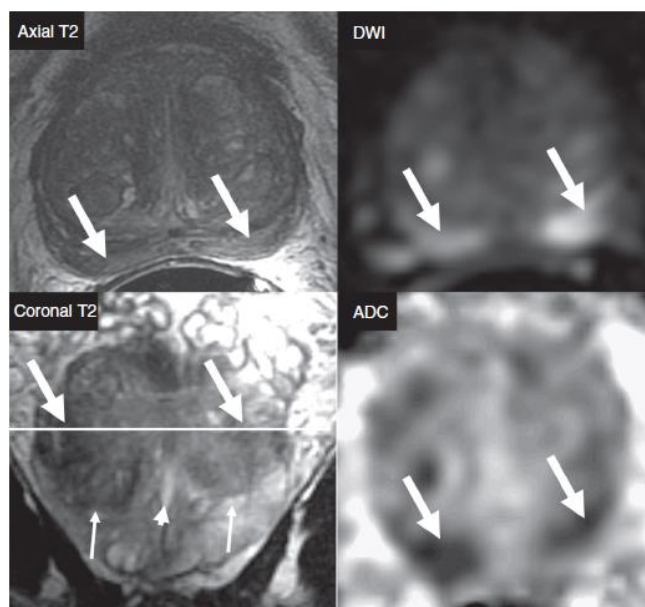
Seleção de sequência dominante em relação à área anatómica. É denotado Iso / hipossinal posterior difuso na sequência axial ponderada em T2 (setas) com hipersinal bilateral focal em DWI e hipossinal em ADC (setas). Tendo em conta estas imagens, levaria à identificação incorreta da localização da lesão, escolhendo, erroneamente a sequência DWI como dominante, uma vez que é esta a aconselhada para lesões periféricas atribuindo assim um PIRADS de categoria 4. No entanto, os achados estão localizados na área central, na base posterior proximal da glândula. Na imagem coronal encontra-se referenciado o plano axial (linha branca), permitindo identificar a lesão na área central (base glandular), e não na área periférica como primeiramente pensado. Anatomicamente, a área central, em geral, não se estende distalmente ao verumontarum (seta curta), posteriormente à glândula. A fatia coronal permite avaliar a transição entre a área central (setas finas) e a área periférica distal posterior. A localização correta da área central estabelece assim a sequência T2 como dominante (e não DWI) – a lesão apresenta um padrão isointenso homogêneo normal em T2 da área central. A restrição da difusão da área central é fisiológica, apresentando aspecto bilateral relativamente simétrico, descrito como sinal de bigode, devido à sua aparência no plano axial em ADC ou DWI (setas). Reproduzida com autorização V. Catalá, et al.; Multiparametric magnetic resonance imaging and prostate cancer: What's new?; Radiología, 2017, pág 199 [15]
